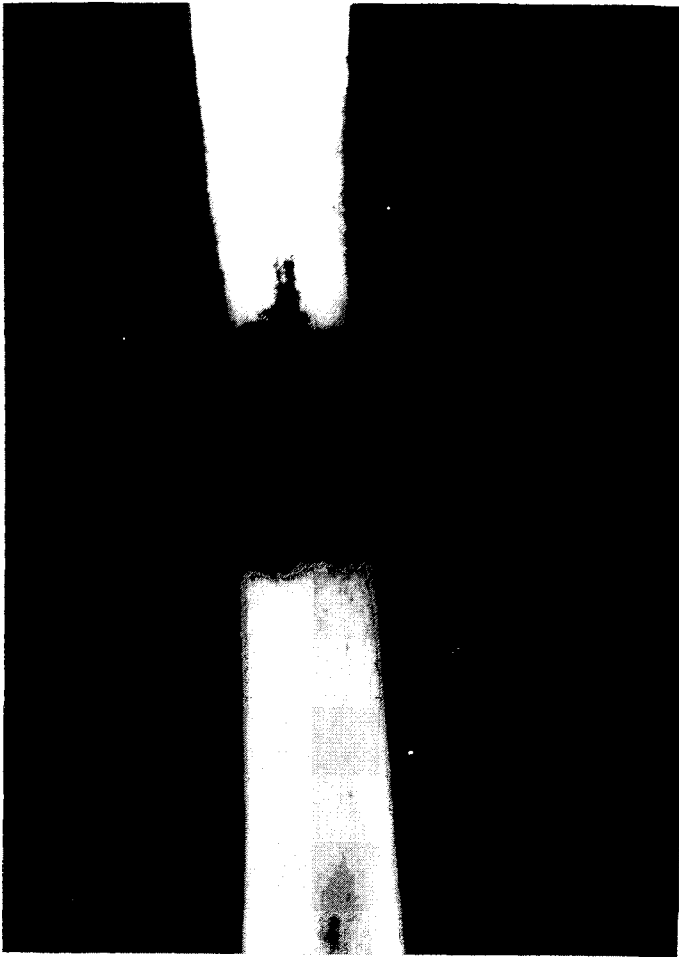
Radiografía del fémur derecho del individuo n.º 6 de Clunia (Soria). En el clisé (Dr. García Correa) se aprecia el área de osteólisis por infiltración tumoral.
